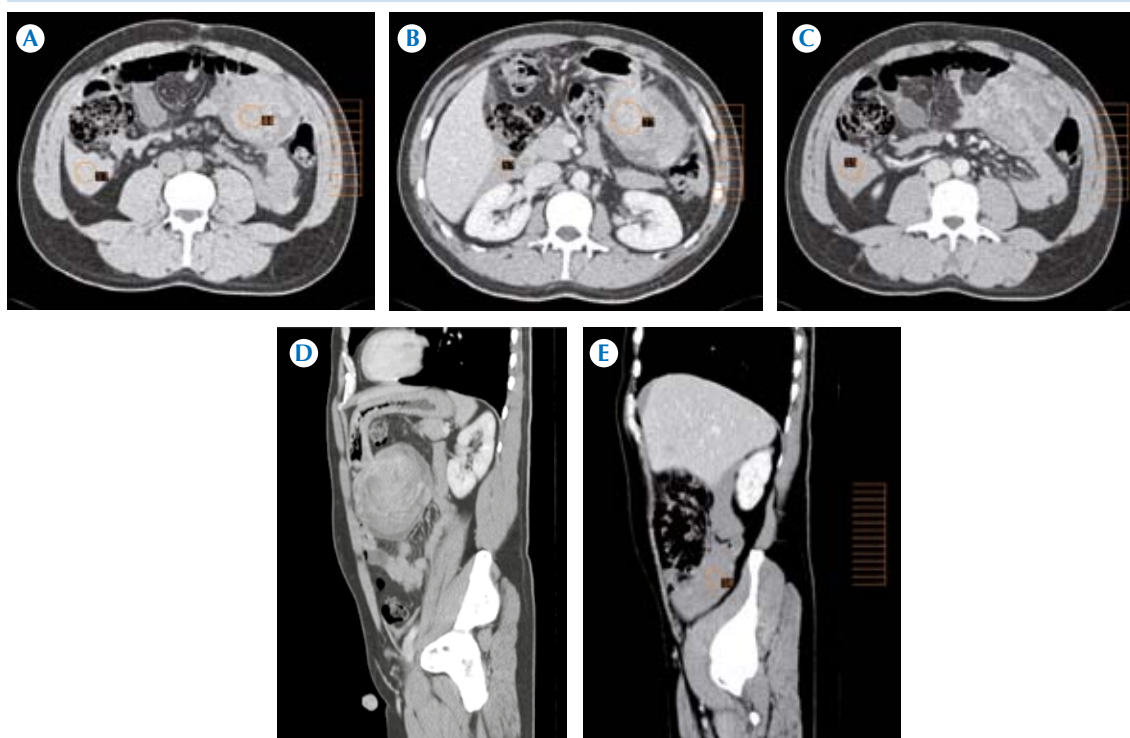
Caso 40. Hombre de 43 años con síndrome doloroso abdominal inespecífico. Tomografía multifásica, imágenes axiales. A-C) área de hiperatenuación de 55-57 UH hacia la corredera parietocólica derecha con hemoperitoneo; lesión tumoral exofítica gástrica heterogénea. D-E) Reconstrucción multiplanar sagital: extensión del hemoperitoneo y el área del sitio de sangrado. La interpretación por tomografía señaló la posibilidad de abdomen agudo hemorrágico no traumático de origen tumoral gástrico, con el señalamiento de considerar tumor del estroma gastrointestinal como la primera posibilidad diagnóstica. El informe histopatológico estableció tumor del estroma gastrointestinal de tipo epiteloide, positivo para CD34 y CD117 con degeneración quística y cambios mixoides, con extensa rotura y hemorragia.
